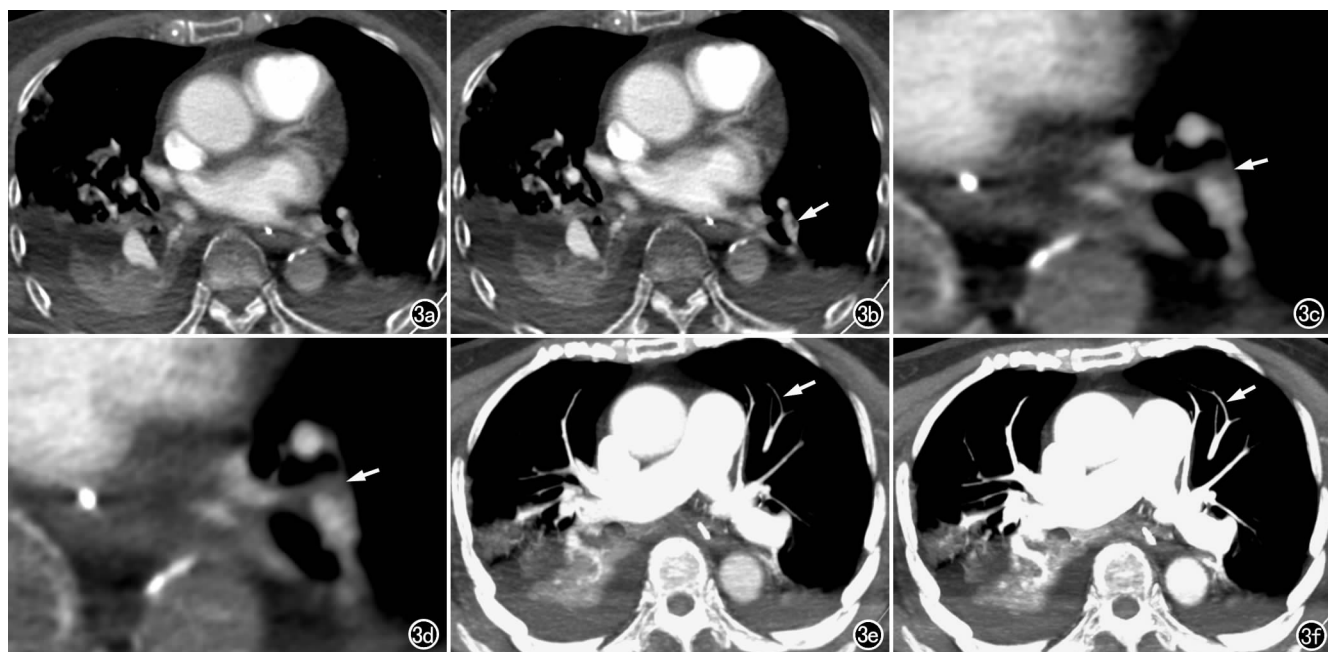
女,87岁,双肺下叶肺动脉栓塞。a)LB图像,图像质量欠佳,主观评分为2分;b)同层面NLB图像,血管对比度更高,栓子显示更清楚(箭),主观评分为3分;c)LB图像,可见左下叶肺动脉内栓子(箭);d)同层面NLB图像,显示栓子的密度和图像噪声减低,邻近血管内CT值增加,栓子与血管间的对比度更高(箭);e)LB-MIP图像,可见远段血管显示模糊(箭);f)同层面NLB-MIP图像,显示的远端细小血管分支更多且更加清晰(箭)。
